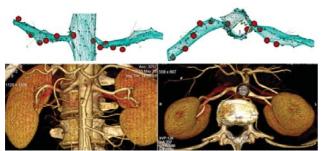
Сверху - 3D реконструкция аорты, почечных артерий и области радиочастотного воздействия (коричневые точки); внизу - данные магниторезонансной томографии через 6 месяцев после оперативного вмешательства (отсутствие признаков стеноза почечных артерий).
